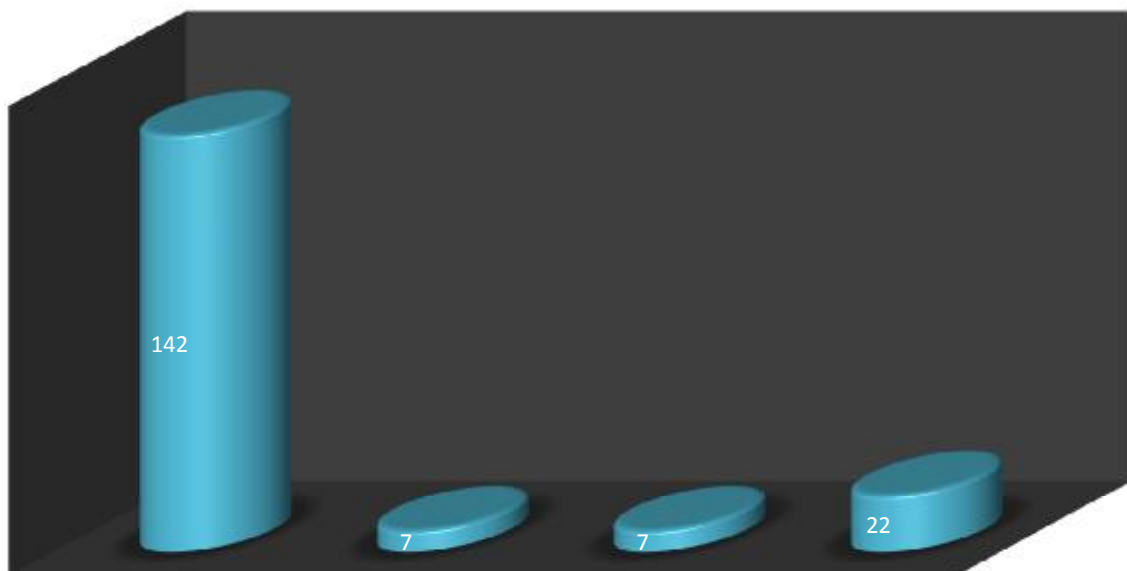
Types et nombre d'anomalies retrouvées en échographie
